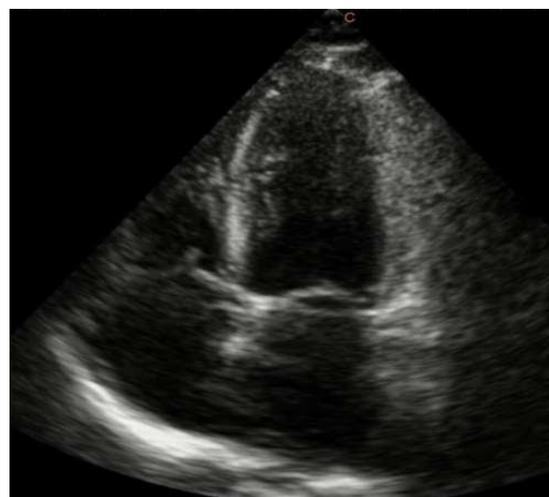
Coupe apicale 4 cavités en échographie transthoracique montrant une normalisation de la taille des cavités droites
